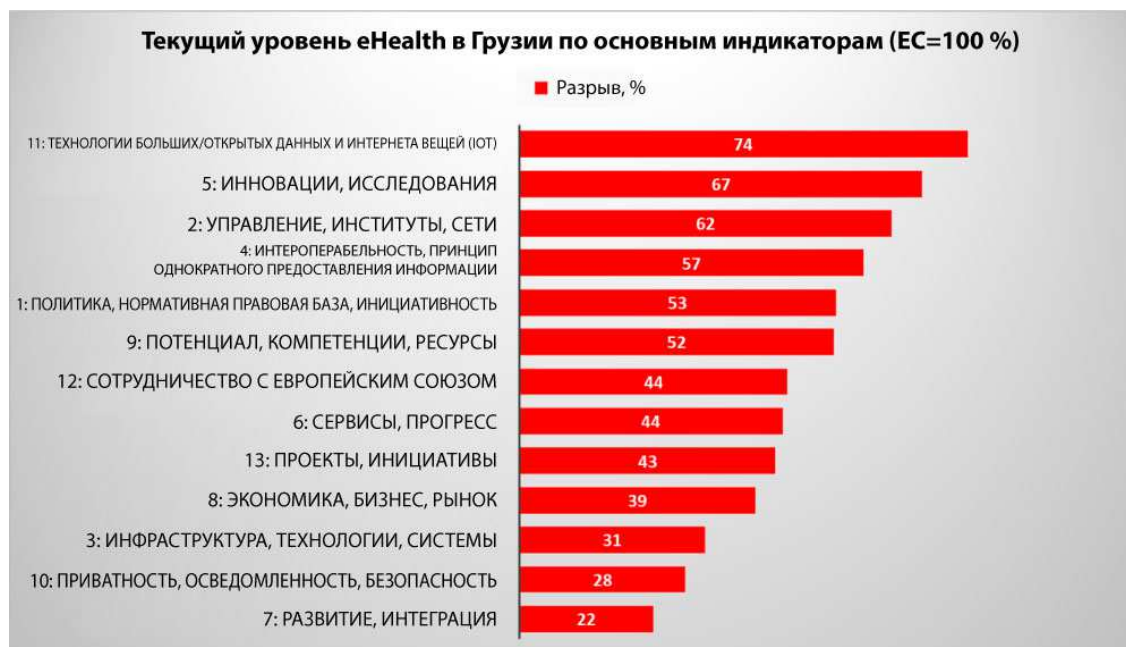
eHealth в Грузии: пробелы в сравнении с эталонным уровнем ЕС
